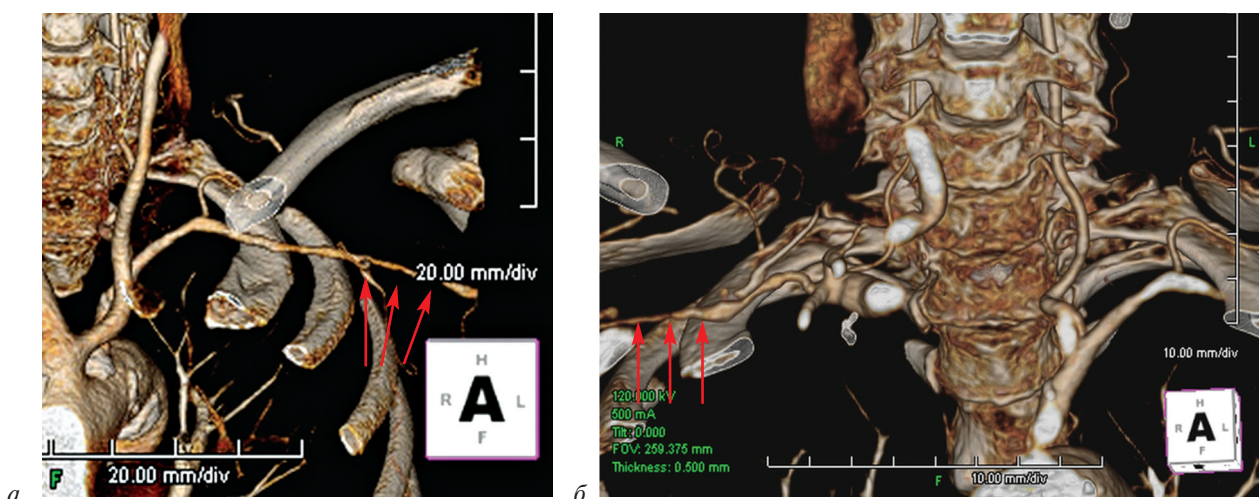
Мультиспиральные компьютерные томограммы подключичных артерий:
